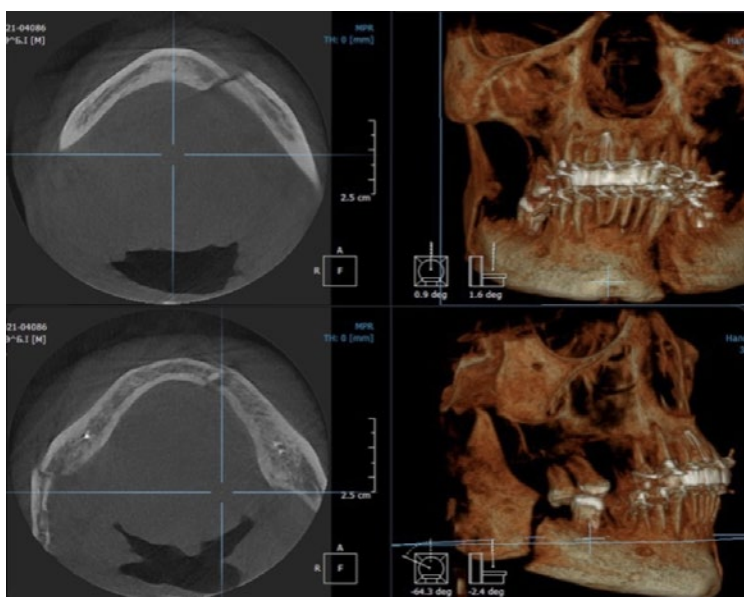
Мультиспиральная КТ с 3D-моделированием: визуализируется вторичное смещение отломков и консолидация в порочном положении [Fig. 7. Multispiral CT with 3D modeling: Secondary displacement of fragments and consolidation in a vicious position are visualized]
